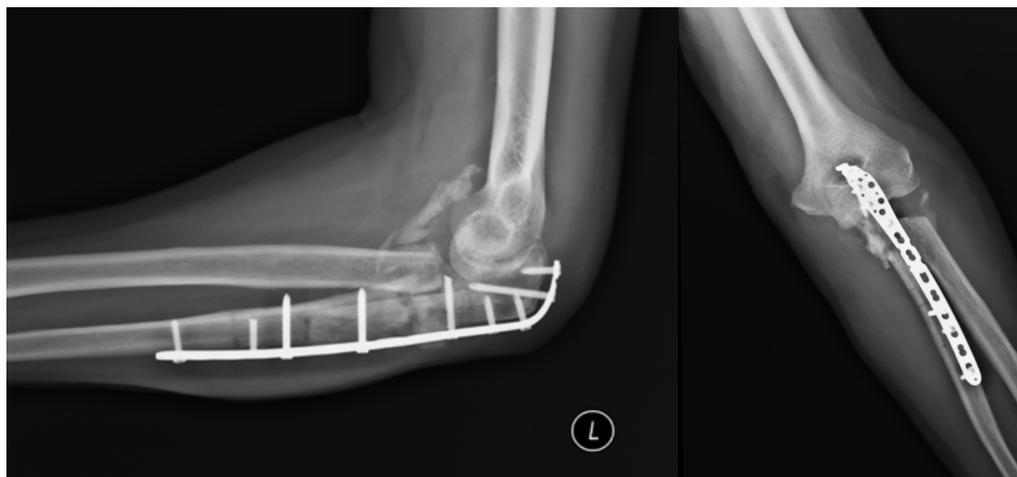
Рентгенограмма левого локтевого сустава пациента Т., контроль через месяц (боковая и прямая проекция)
